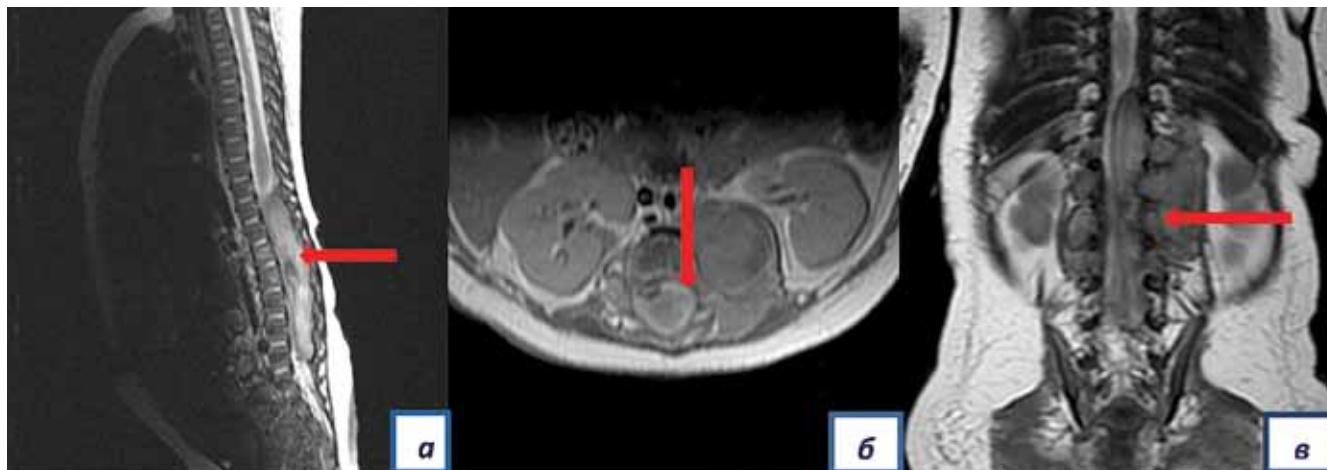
МРТ позвоночника (до лечения): а — сагиттальный; б — аксиальный; в — фронтальный срез. Стрелкой указано объемное образование, проникающее в позвоночный канал; спинной мозг на уровне компрессии практически не прослеживается
